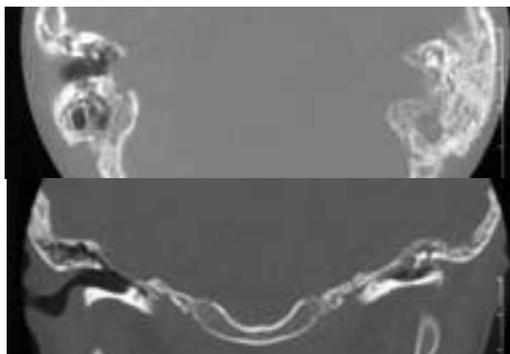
TC in proiezione assiale e coronale di una aplasia cocleo-vestibolare (sindrome di Michel)
